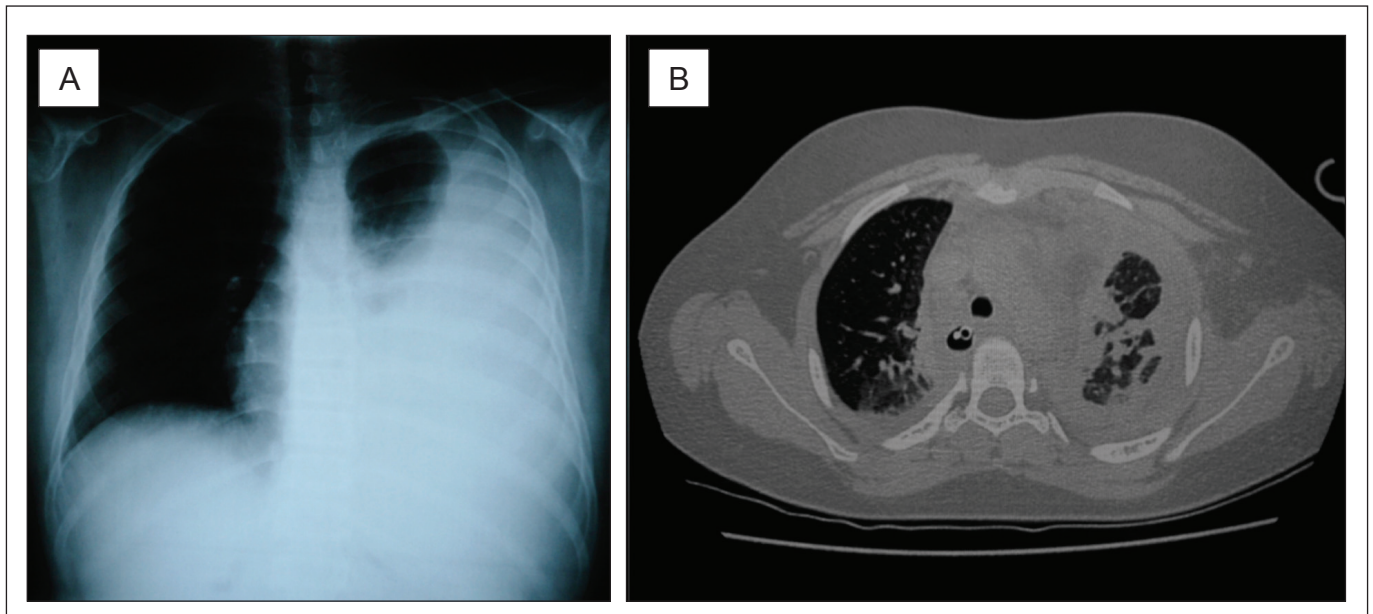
(A) Radiografia de tórax na admissão: opacidade homogênea, à esquerda, até ápice, velamento de seios costofrênico e cardiofrênico, com presença de discreto desvio de mediastino contralateral. (B) Tomografia computadorizada de tórax realizada pós-drenagem torácica: corte axial, janelamento para parênquima pulmonar evidenciando acometimento pulmonar bilateral, com áreas de condensação (preenchimento alveolar), áreas de vidro fosco e acometimento pleural bilateral, com achados mais importantes em pulmão esquerdo
